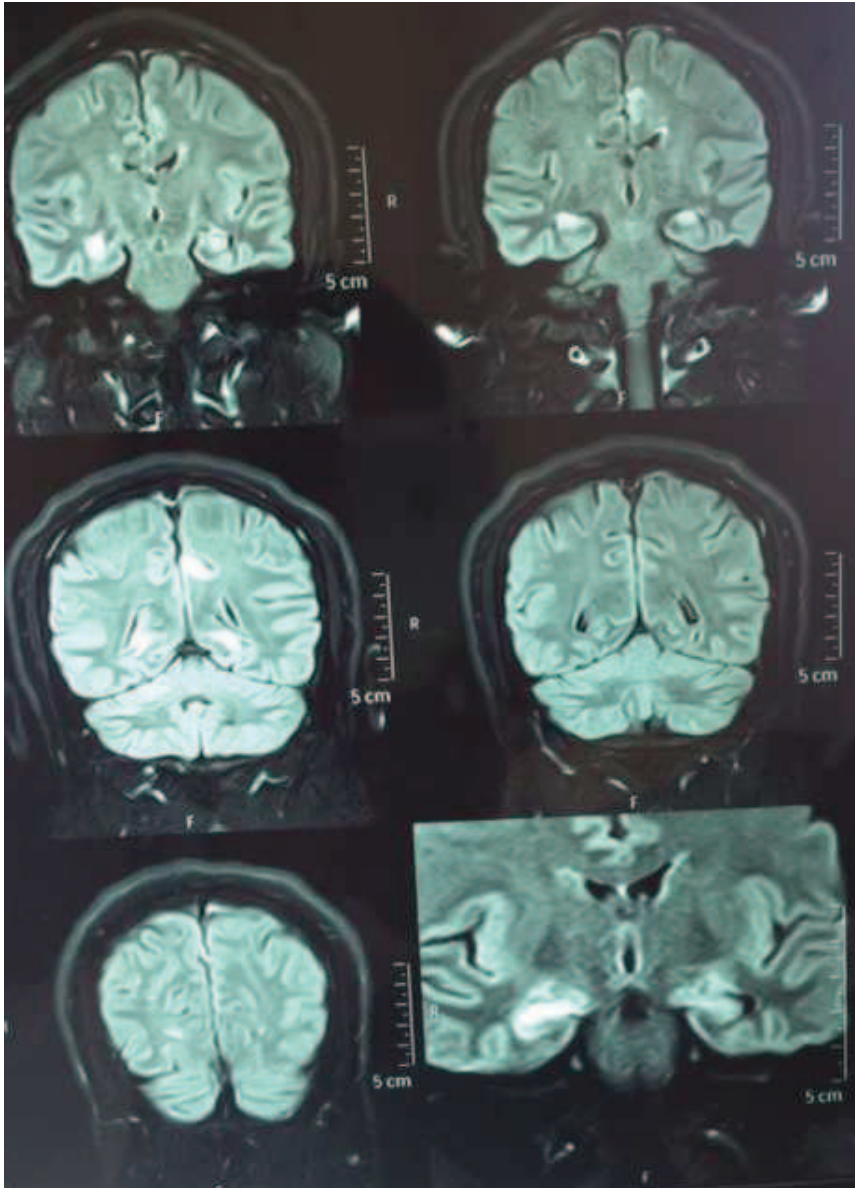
Resonancia magnética-corte coronal.
